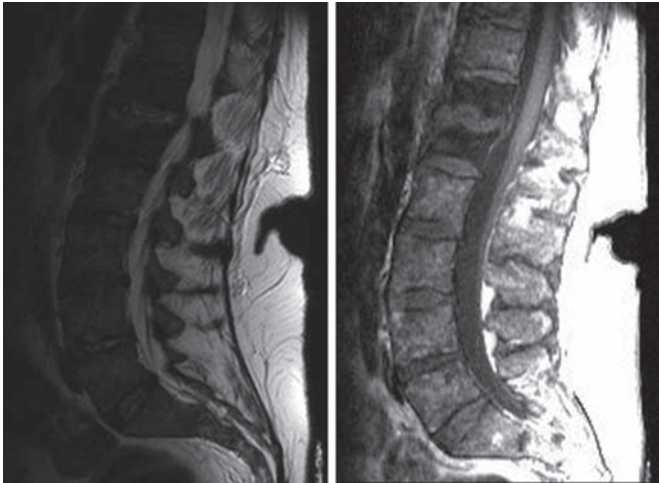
Cortes sagitales de RMN donde se evidencia la espondilodiscitis D12-L1.
